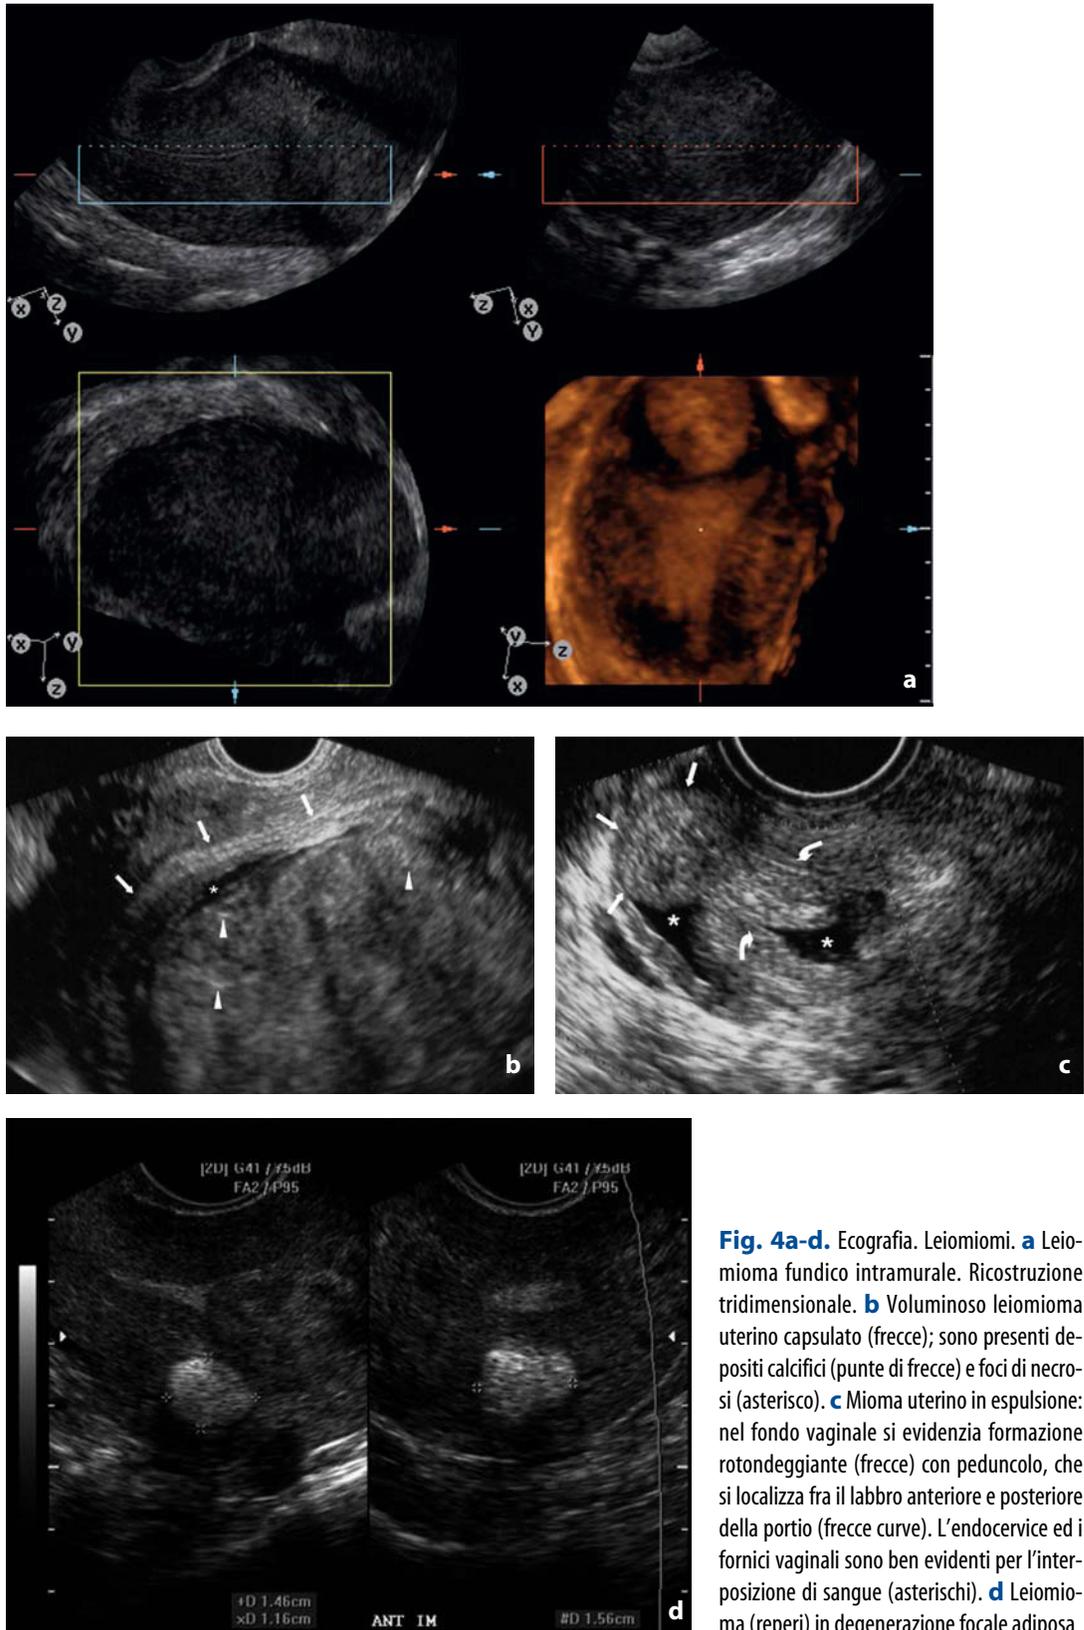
Ecografia. Leiomiomi. a Leiomioma fundico intramurale. Ricostruzione tridimensionale. b Voluminoso leiomioma uterino capsulato (freccie); sono presenti depositi calcifici (punte di frecce) e foci di necrosi (asterisco). c Mioma uterino in espulsione: nel fondo vaginale si evidenzia formazione rotondeggiante (freccie) con peduncolo, che si localizza fra il labbro anteriore e posteriore della portio (freccie curve). L'endocervice ed i forni vaginali sono ben evidenti per l'interposizione di sangue (asterischi). d Leiomioma (reperi) in degenerazione focale adiposa
